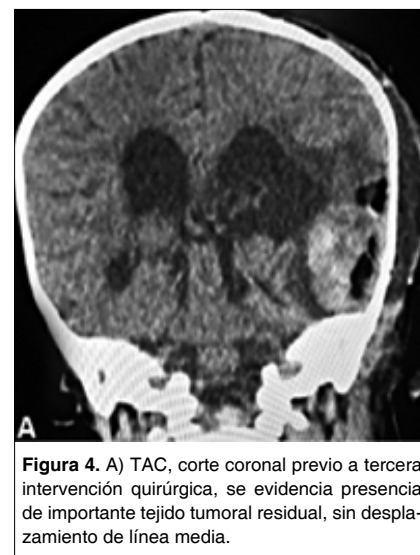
A) TAC, corte coronal previo a tercera intervención quirúrgica, se evidencia presencia de importante tejido tumoral residual, sin desplazamiento de línea media.
